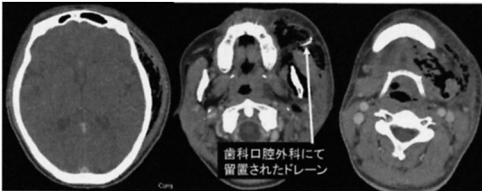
CT images in first medical examination.
